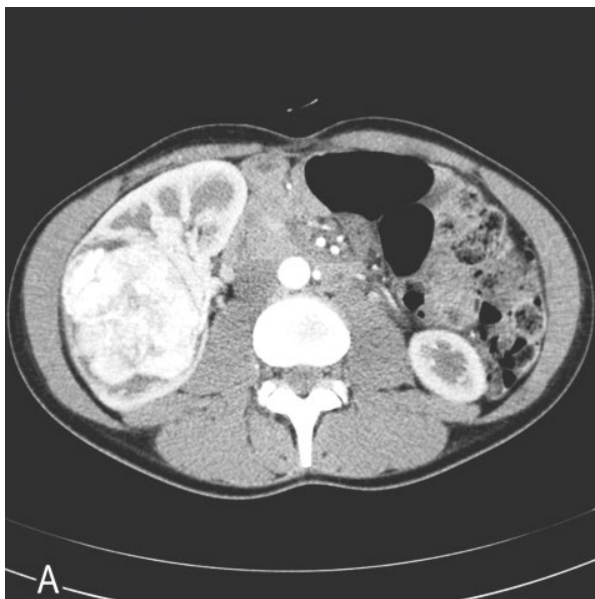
Компьютерная томография (КТ) органов брюшной полости. А, артериальная фаза контрастирования, аксиальная плоскость. Б, артериальная фаза контрастирования, фронтальная плоскость.
